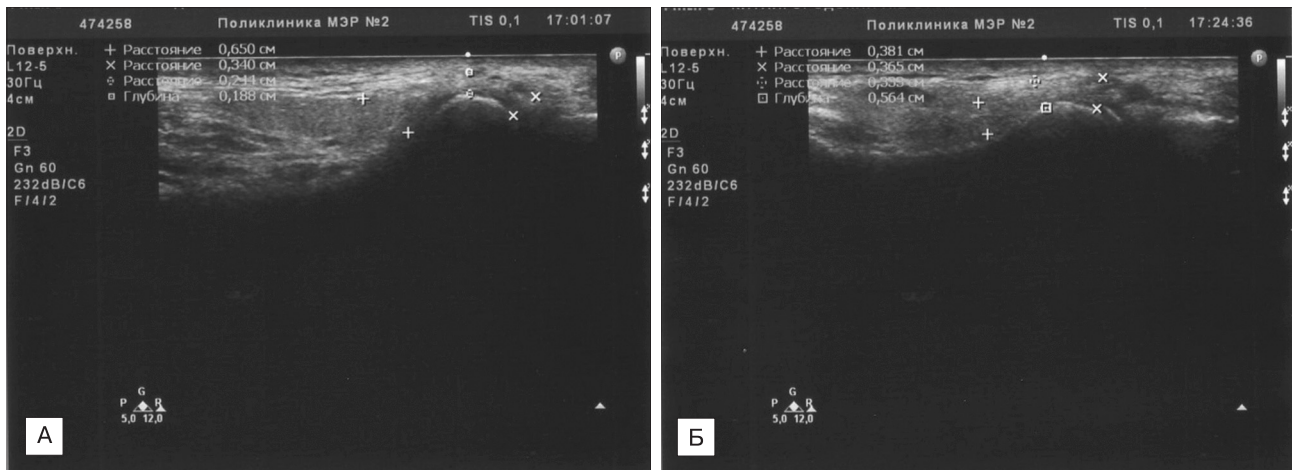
Пример репозиции суставного диска ВНЧС у пациентки Д. с неуправляемым его смещением с помощью метода гидравлического прессинга под контролем УЗИ (А — до артропункции, Б — после артропункции).
